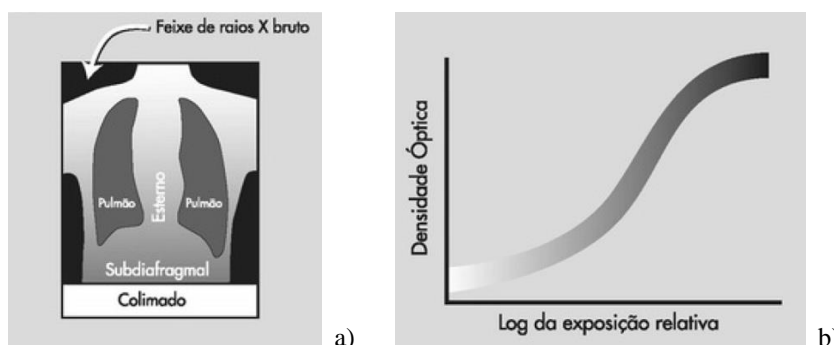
a) Radiografia de tórax simulada mostrando áreas do pulmão e de tecidos que estão sem exposição (colimados) ou totalmente expostos (feixe de raios X direto); b) Curva característica para sistemas tela/filme em função da densidade ótica representando em tons de cinza os pontos onde as regiões anatômicas estariam indicadas. Fonte J Bushong. Radiologic Science for Technologists Editora Salvier
